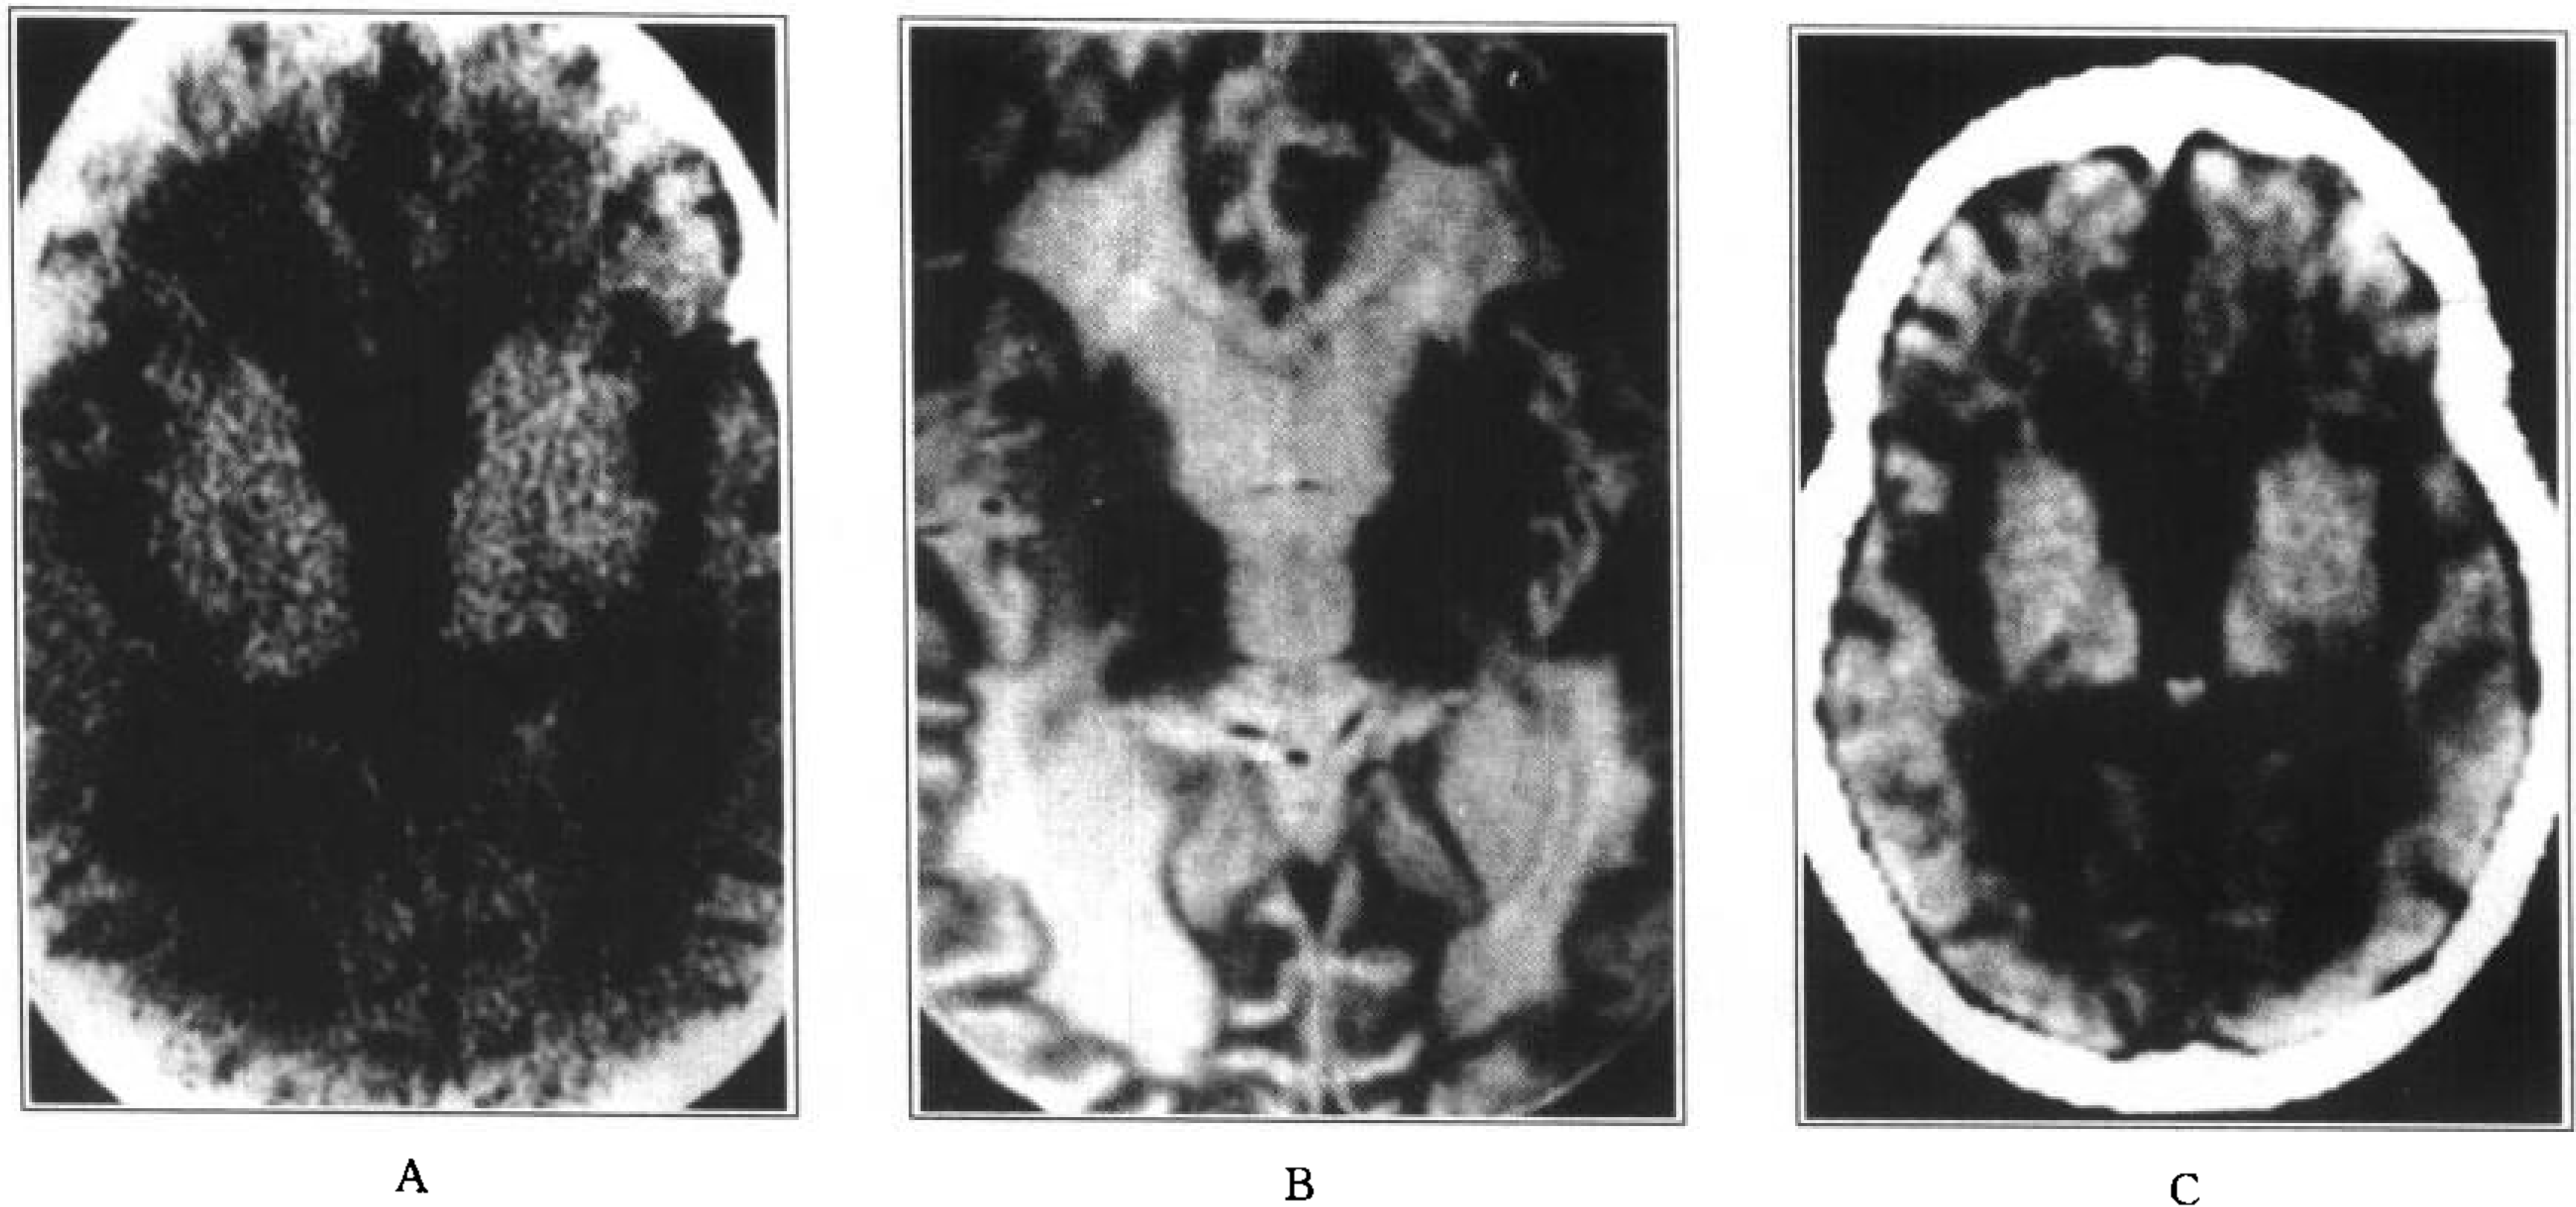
异染性脑白质营养不良 (同一病人) CT 表现
